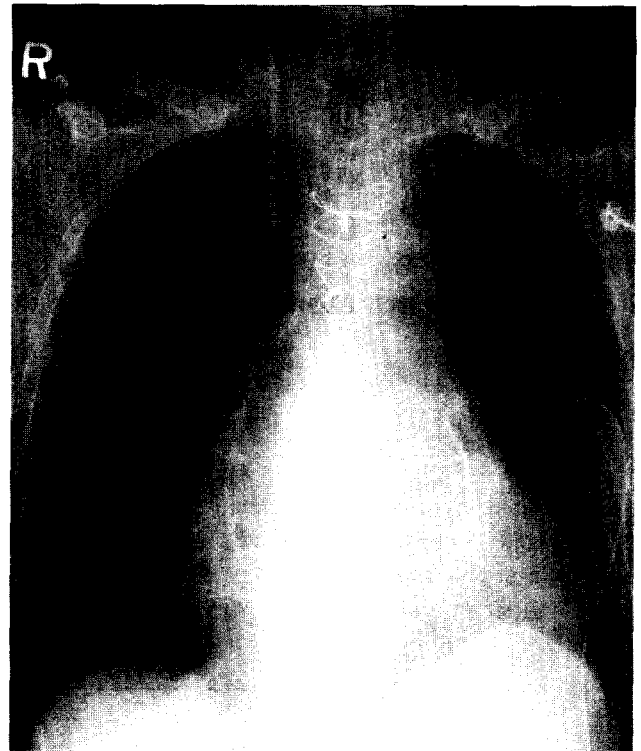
Immediate postoperative chest X-ray after removal of the VAD.
